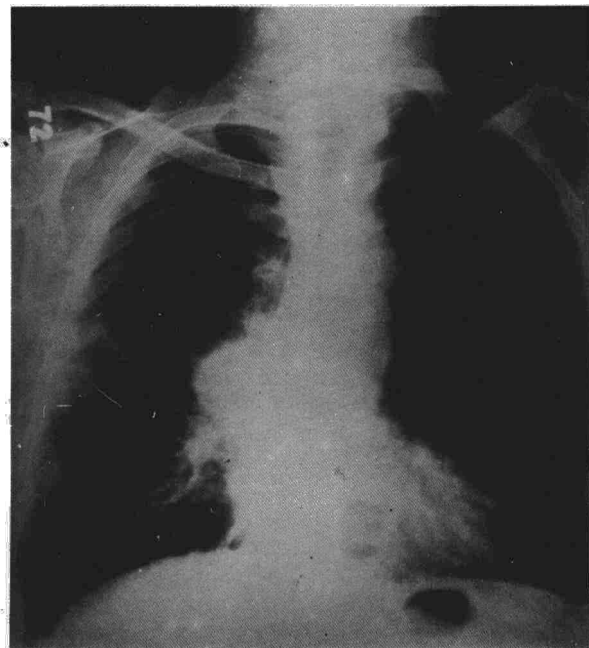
Radiografía PA de tórax en la que se muestra NPS parahiliar derecha.
